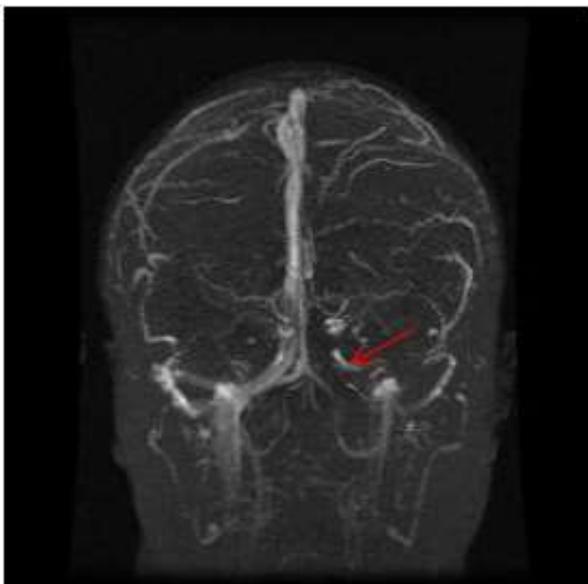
RMN de estenosis de seno venoso.
